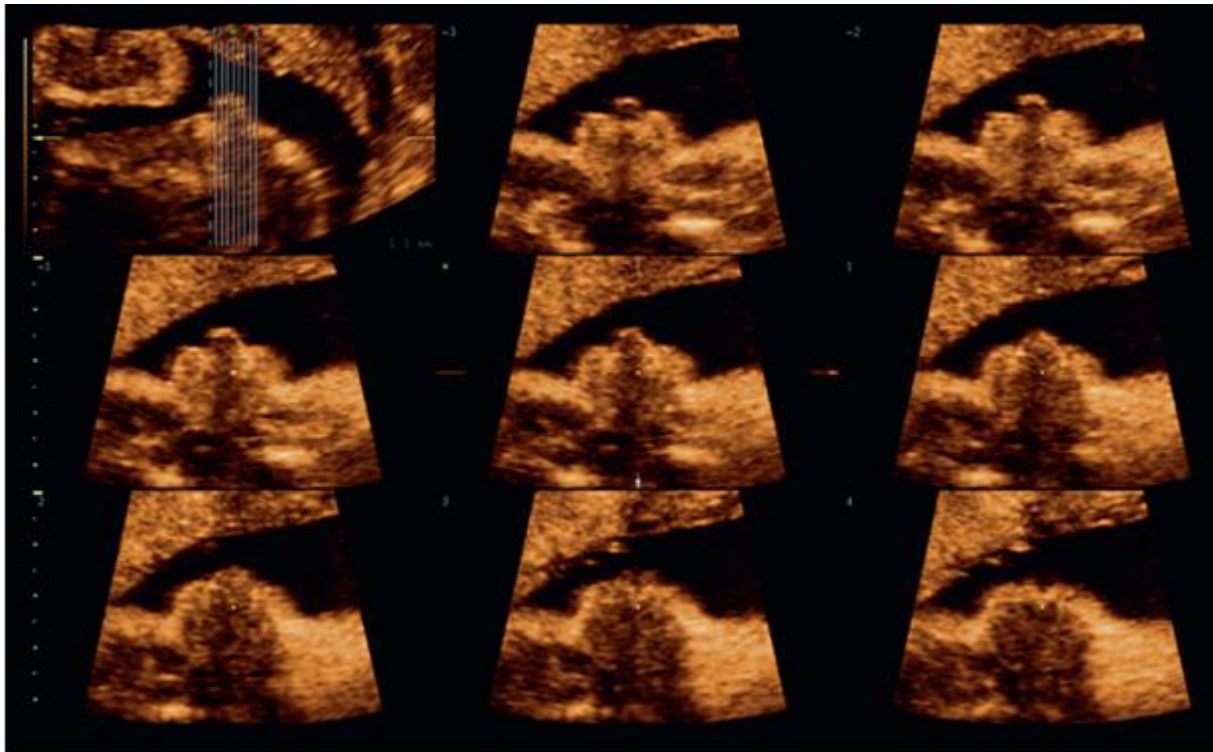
hypospadias. Série d'images échographiques en 3D montrant les anomalies des organes génitaux externes masculins. [29ic]
